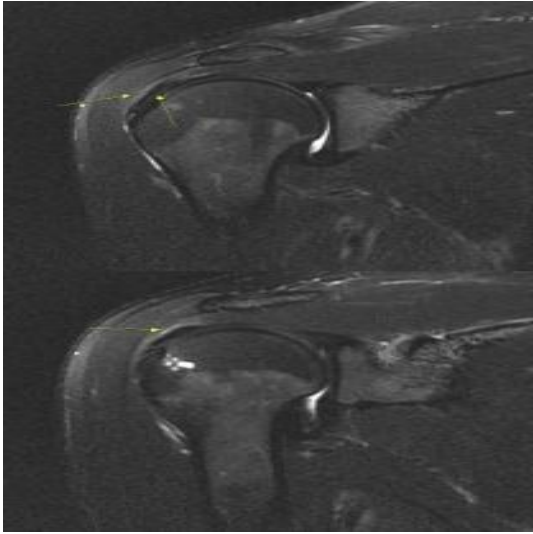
Rt.shoulder MRI of Case 1, 최OO.
